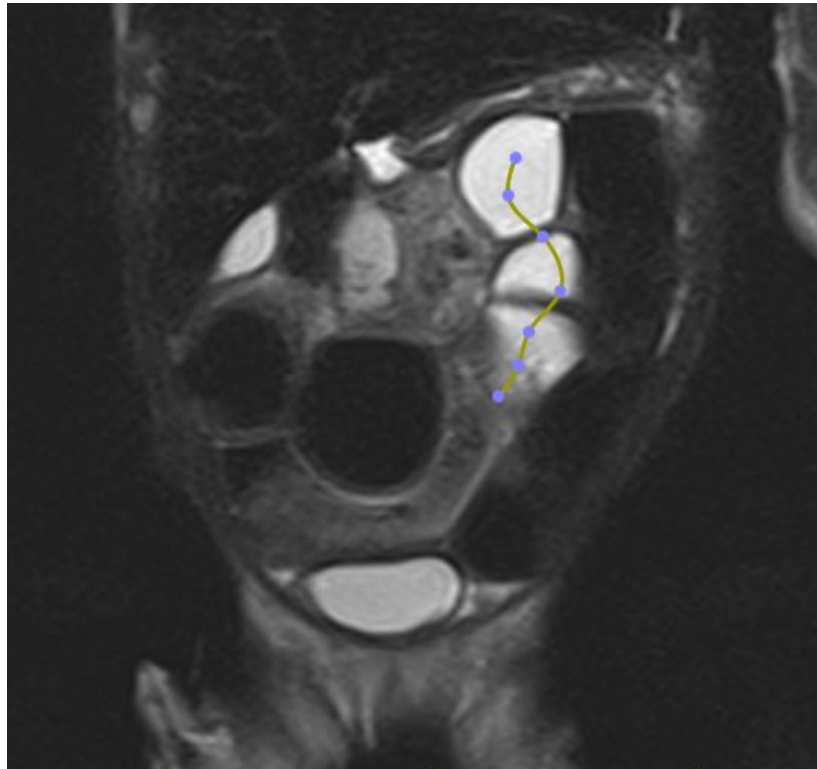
Гидро-МРТ у пациента с синдромом короткой кишки. Показан процесс измерения длины тонкой кишки, которая составляет у обследуемого пациента 30 см.
